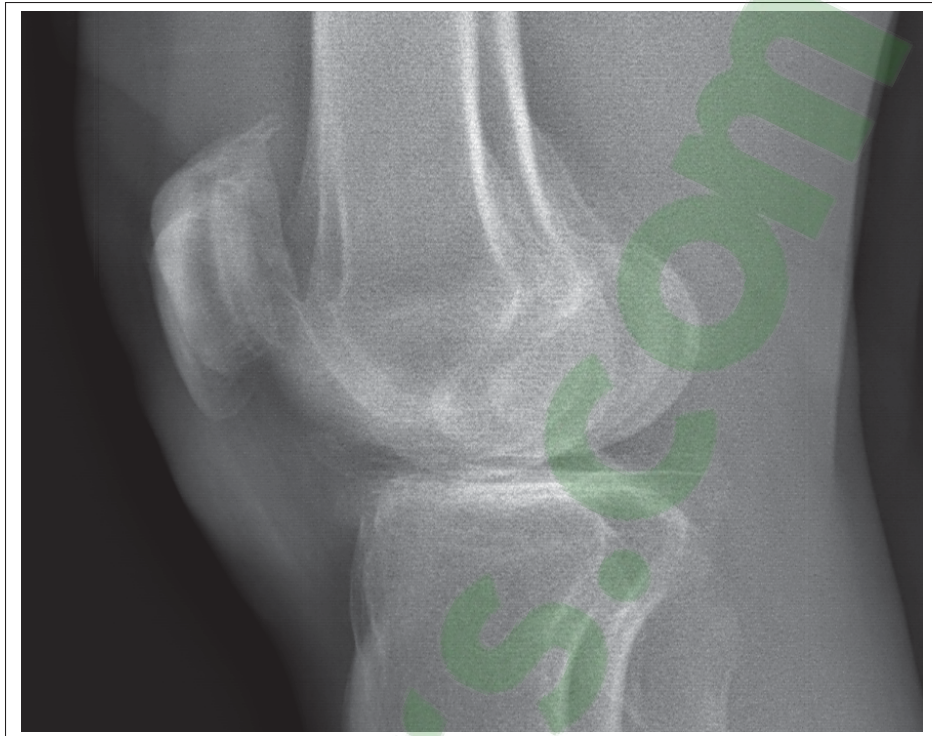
Exemple de genoux superposés sur une image radiographique EOS de profil
